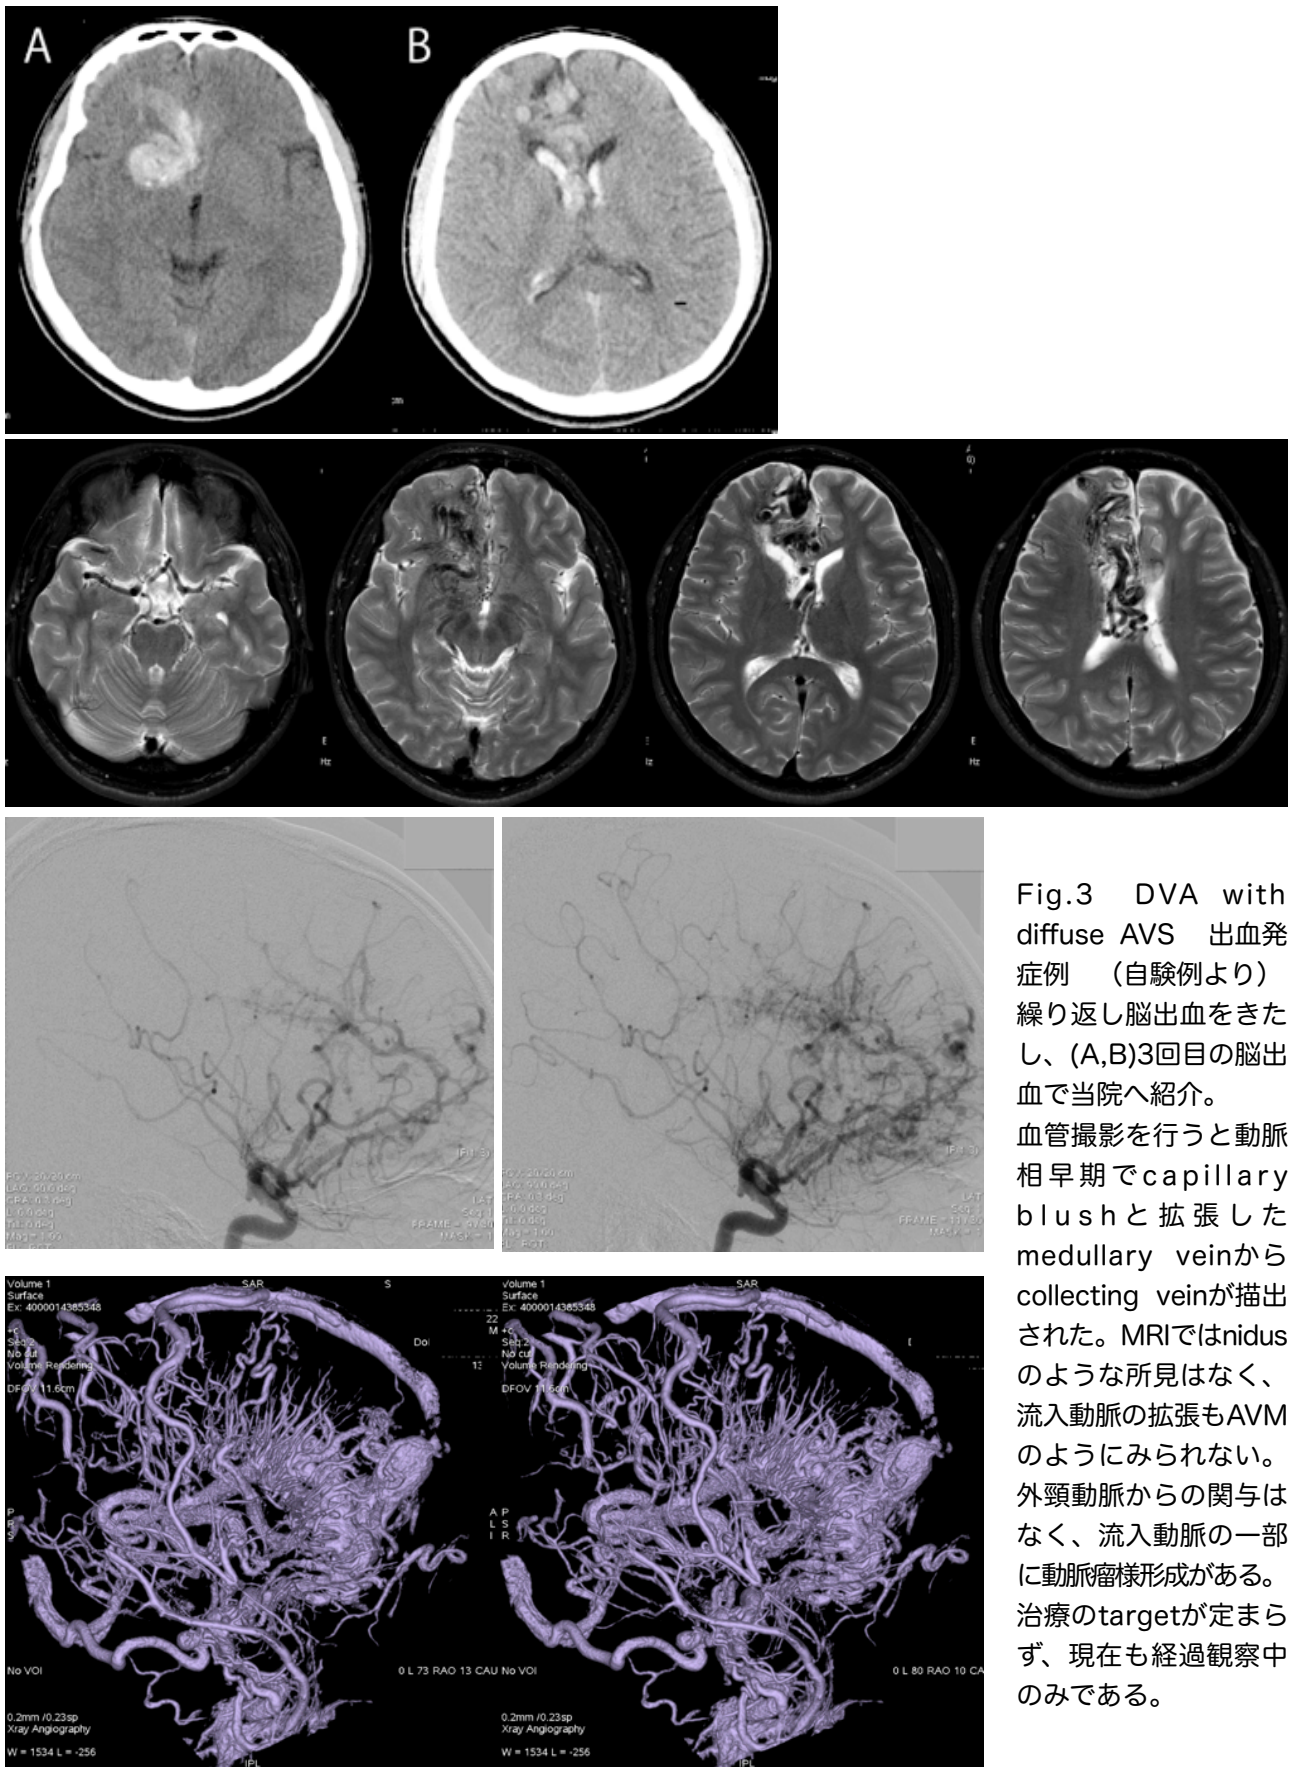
DVA with diffuse AVS 出血発症例 (自験例より) 繰り返し脳出血をきたし、(A,B)3回目の脳出血で当院へ紹介。血管撮影を行うと動脈相早期でcapillary blushと拡張したmedullary veinからcollecting veinが描出された。MRIではnidusのような所見はなく、流入動脈の拡張もAVMのようにみられない。外頸動脈からの関与はなく、流入動脈の一部に動脈瘤様形成がある。治療のtargetが定まらず、現在も経過観察中のみである。
